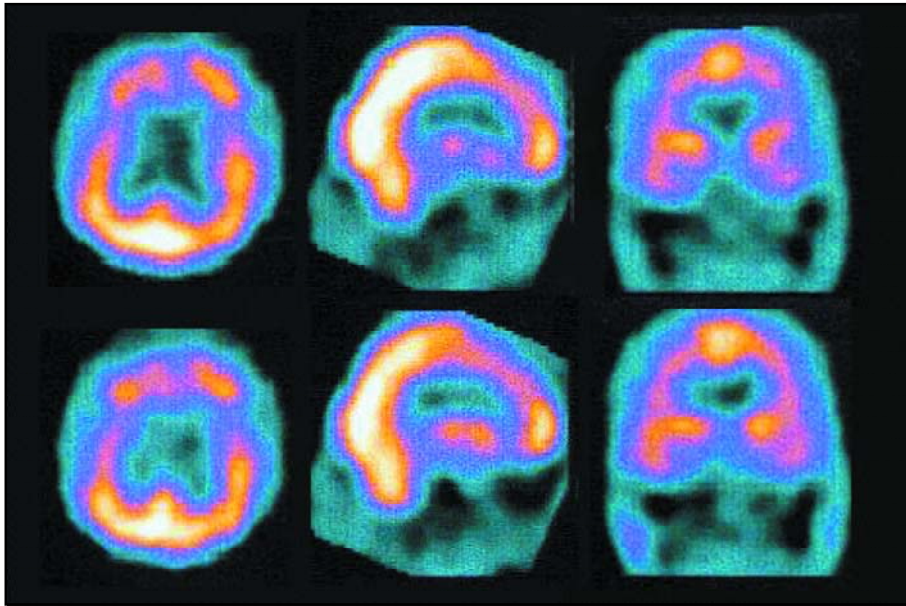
SPECT de encéfalo que evidencia marcada hipoperfusión de los lóbulos frontales y temporales.
